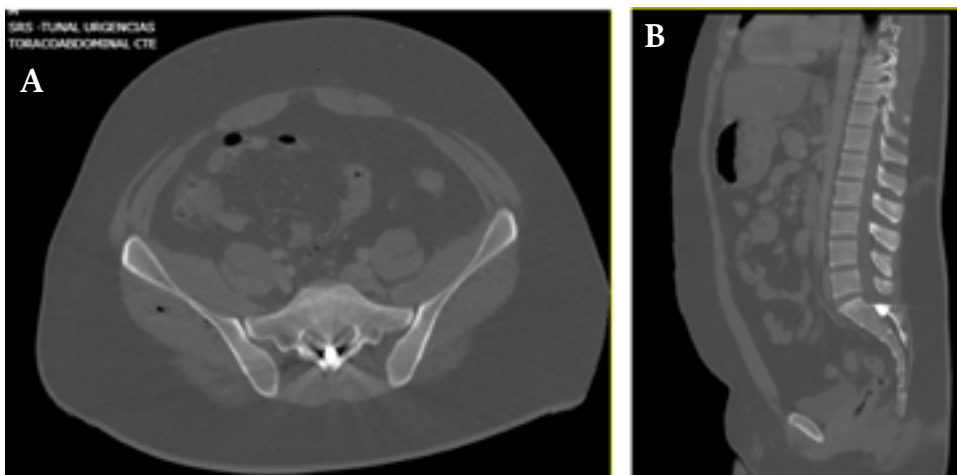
Tomografía computarizada de columna lumbosacra, en la que se observa proyectil alojado en el canal vertebral en S1-S2. A) Proyección axial B) Proyección sagital.
